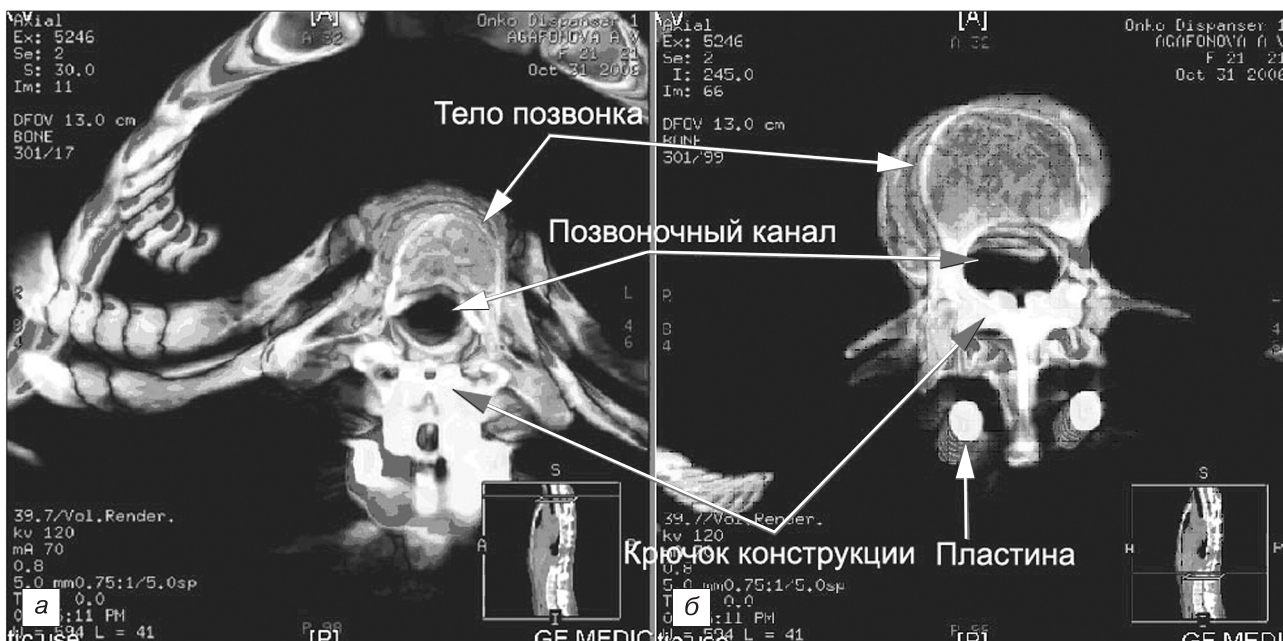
Компьютерные томограммы позвоночного канала на разных уровнях корригированной сколиотической деформации. а — грудной отдел позвоночника; б — поясничный отдел позвоночника.
